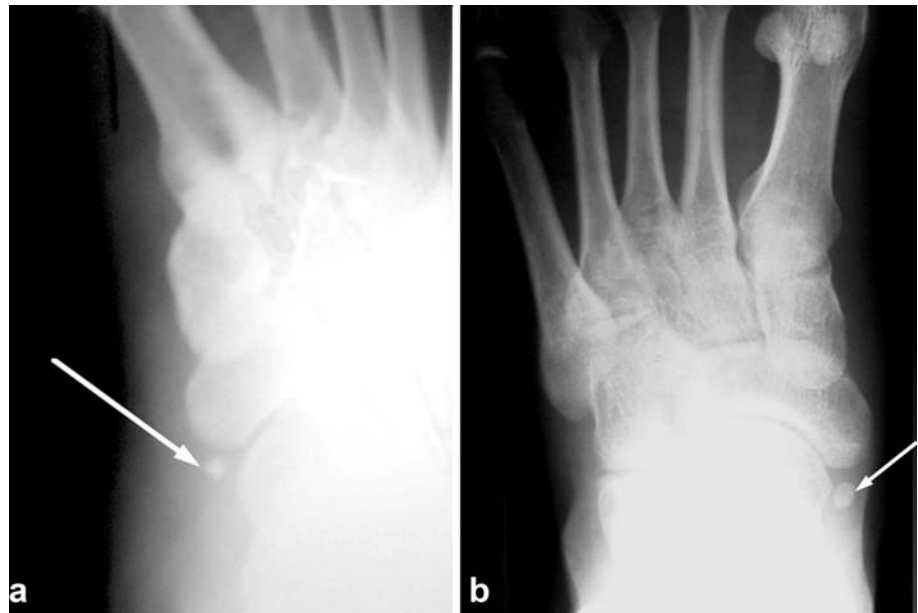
Dorsoplantar radiograph shows Type II accessory navicular bones in different subgroups. a 25-year-old woman-bilaterally and b 37-year-old woman
